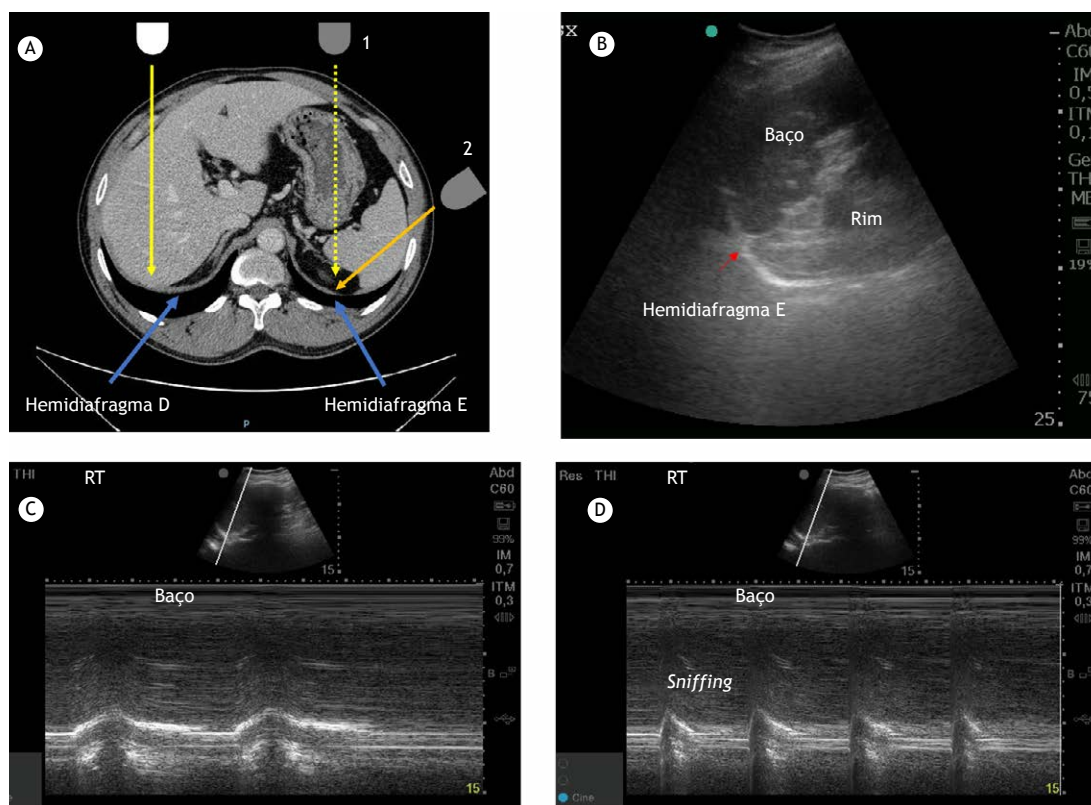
Em A, aspecto tomográfico dos hemidiafragmas direito (D) e esquerdo (E). Nota-se que o estômago impede que se identifique nitidamente o hemidiafragma esquerdo, em virtude da colocação da sonda sobre a região subcostal abaixo da linha hemiclavicular.⁽¹⁾ A colocação da sonda em um ponto lateral posterior⁽²⁾ pode melhorar a visualização do diafragma, como se pode observar em A (ponto 2) e B (ultrassonografia diafragmática em modo B). C e D mostram a excursão do hemidiafragma esquerdo, durante a respiração tranquila (RT) e a manobra de *sniffing*, respectivamente, no modo M.
